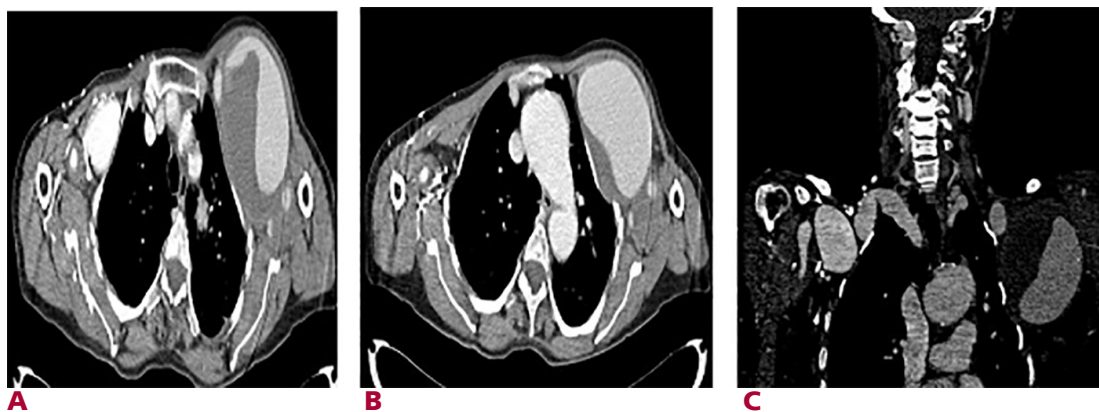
Tomografía Computarizada. A. Corte axial que muestra ambas dilataciones vasculares a nivel de las arterias subclavias. B. Corte axial que muestra la dilatación aneurismática de la arteria subclavia izquierda, dilatación de la aorta con coartación de la misma. C. Corte coronal que muestra dilatación aneurismática de ambas arterias subclavias, la izquierda con trombo en su pared.
